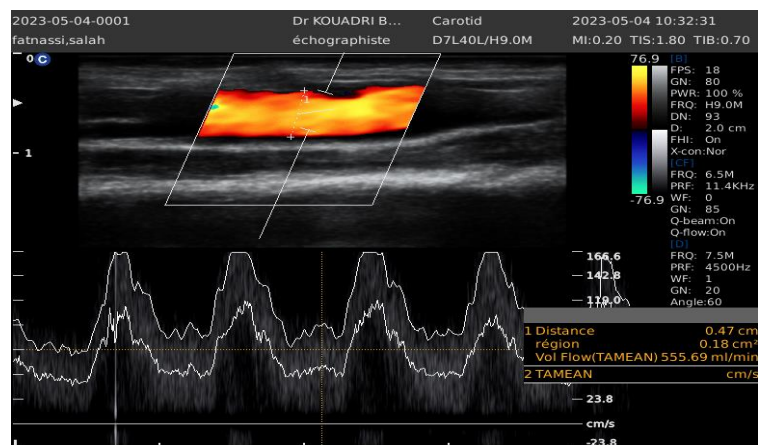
Calcul de Qa de FAV par échodoppler d'un patient inclu
